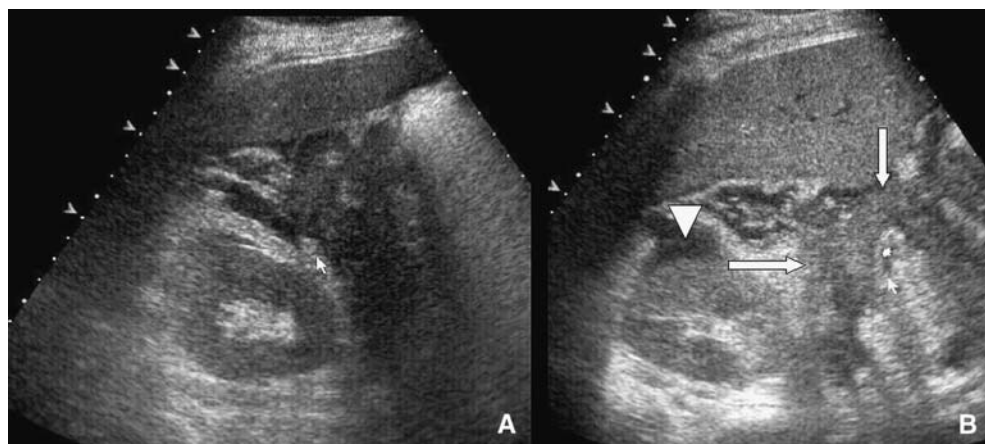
Échographie dans le cadre d'une pancréatite nécrotico-hémorragique.
